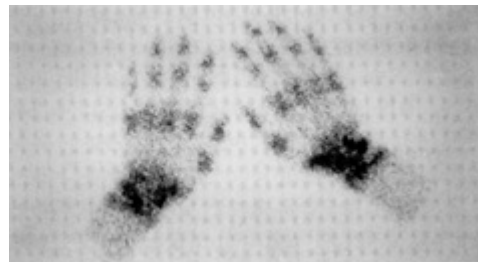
Three phase bone scintigraphy demonstrating increased activity in delayed phase in cervical cord injured patient. This shows typically increased activity in bilateral carpal, metacarpophalangeal and interphalangeal joints of digits.
